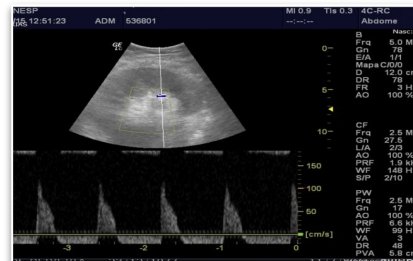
Ecografía Doppler del injerto renal con aumento de tamaño del injerto y flujo diastólico reverso en arteria segmentaria, sugestivo de trombosis venosa del injerto.
